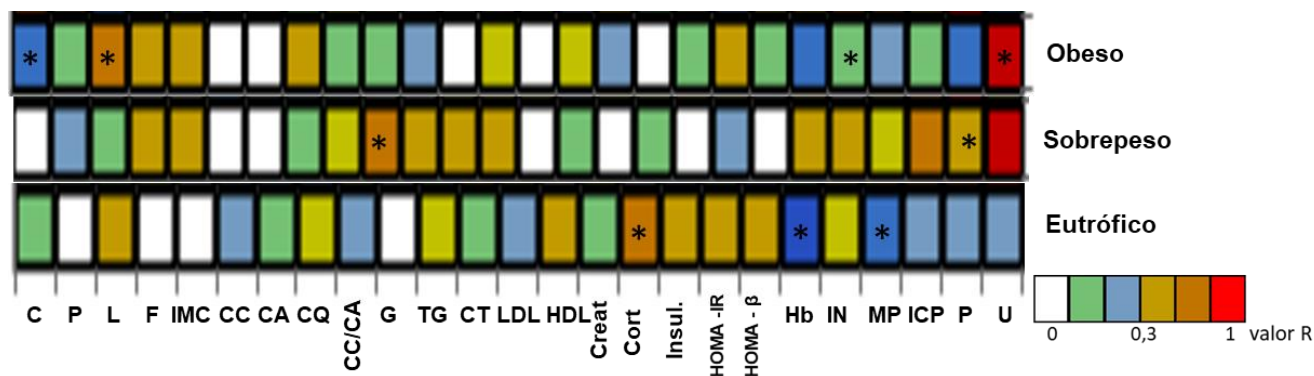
Mapa de calor de correlação de Spearman entre o número de cópias de DNAr 18S de fungos e os parâmetros clínicos, nutricionais e antropométricos dos grupos eutróficos, sobrepeso e obeso. Abreviaturas: C: carboidrato (%); P: proteína (%); L: lipídeo (%); F: fibra (g); IMC: índice de massa corporal; CC: circunferência da cintura CA: circunferência abdominal; CQ: circunferência quadril; CC/CA: relação circunferência da cintura e circunferência abdominal; G: glicose; TG: triglicerídeos; CT: colesterol total; Creat.: creatinina; Cort: cortisol; Insul.: insulina; Hb: hemoglobina; IN: alimentos *in natura*; MP: alimentos minimamente processados; ICP: ingrediente culinário processado; U: alimentos ultraprocessados (* $r < 0,05$).
